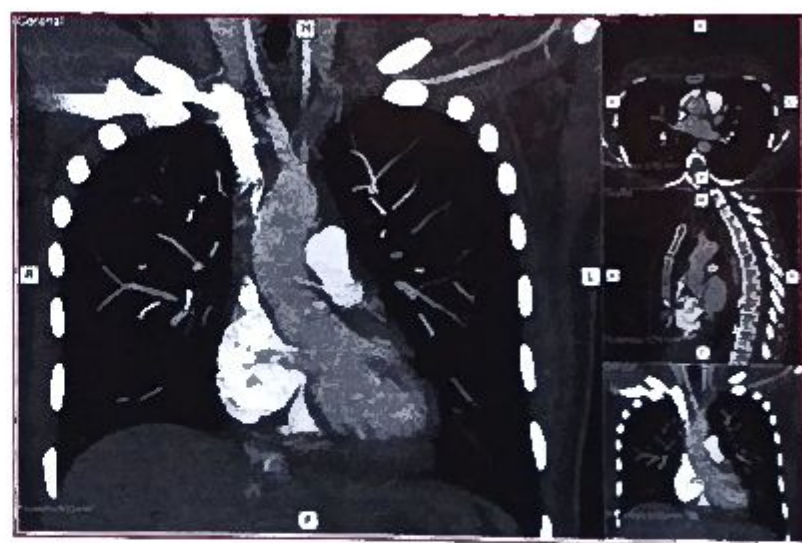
Imagen de tomografía computarizada multicorte de tórax con contraste intravenoso. Se observa obstrucción completa de la vena cava superior con defecto de relleno en la luz del vaso, lo que sugiere una imagen de trombo en su interior.
